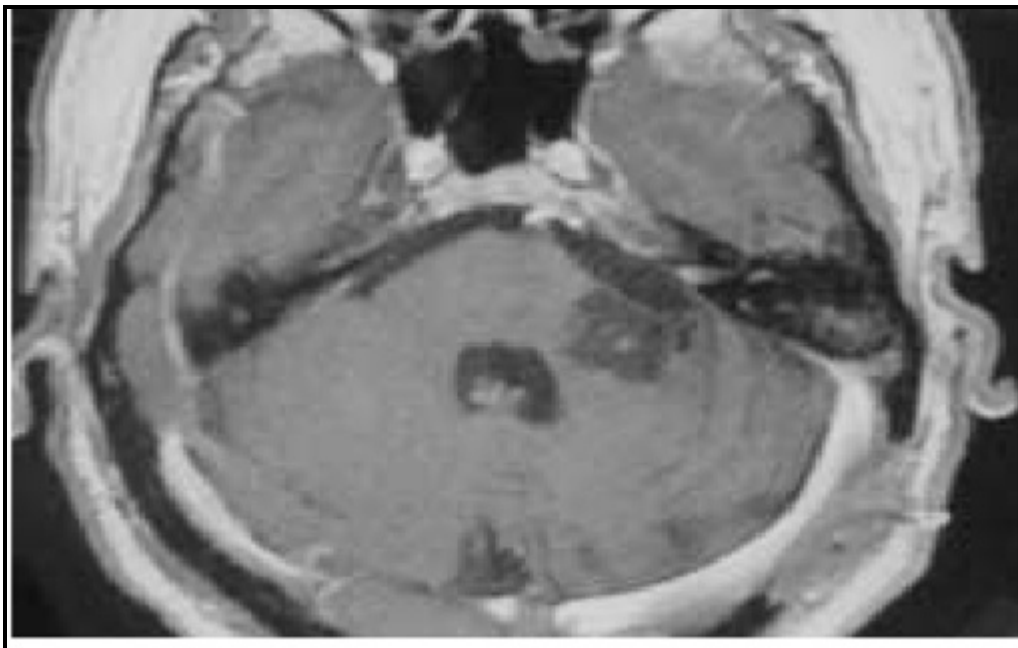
TDM cérébrale postopératoire après chirurgie d'un neurinome de l'acoustique, montrant une aire bien définie d'hypodensité suggérant une séquelle d'infarctus artériel
